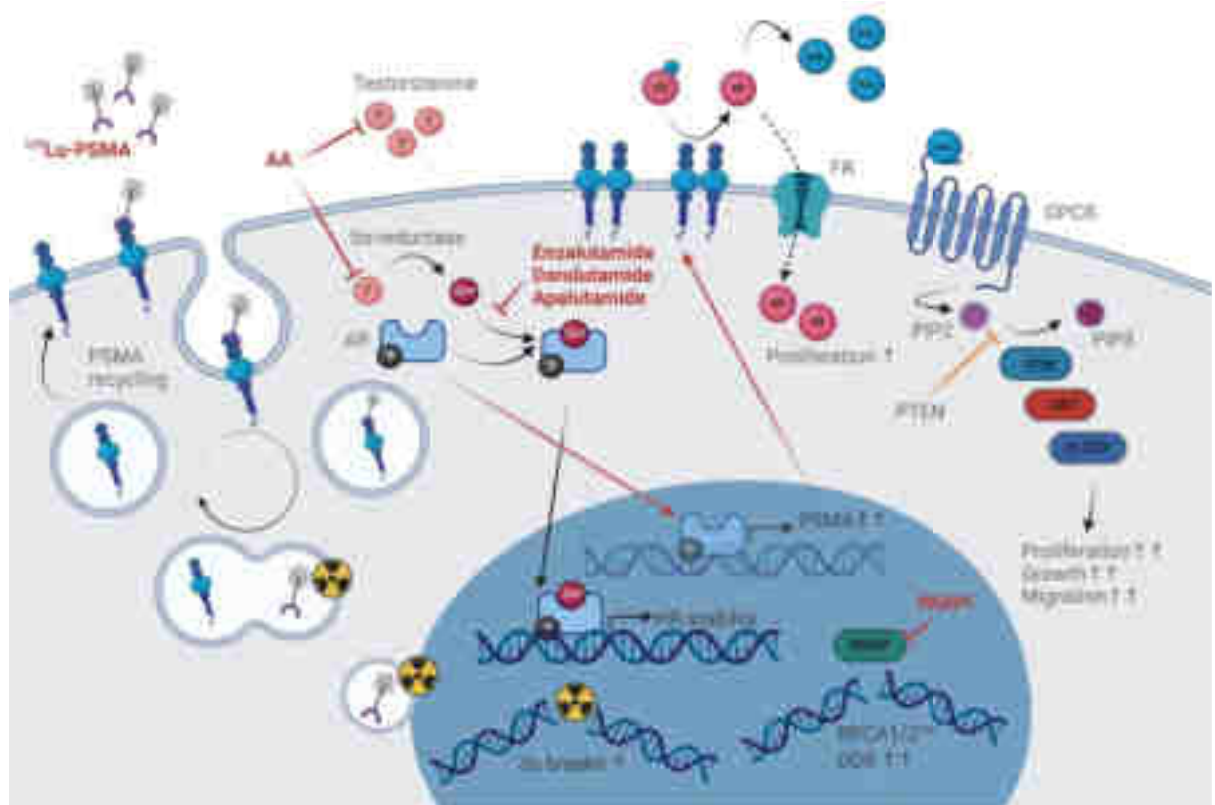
Mécanisme d'action du ^{177}Lu -PSMA-617 et autres thérapies agissant sur le PSMA
